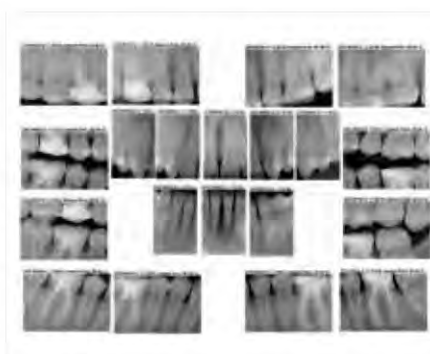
Serie radiográfica periapical pretratamiento.
